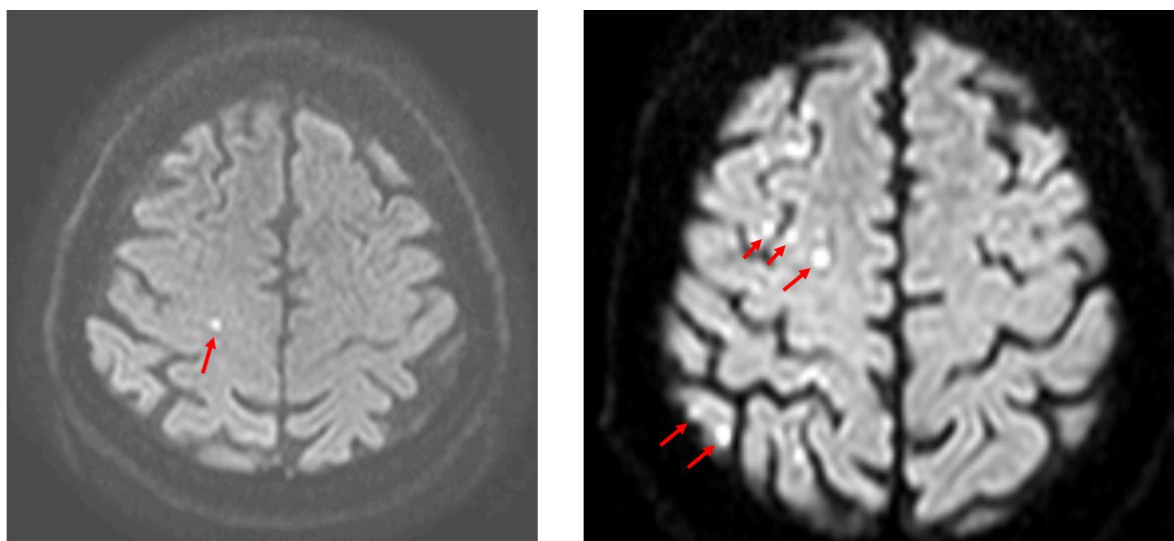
Новые очаги ишемии на аксиальных срезах МРТ головного мозга в режиме DWI-режима (b=1000). Слева: единичный очаг ишемии; справа: множественные очаги ишемии. Очаги ишемии ГМ обозначены красными стрелками
